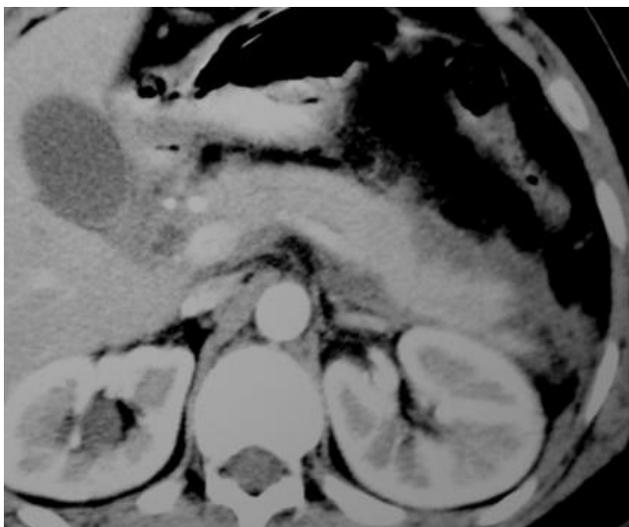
Estudio de TC en fase contrastada que muestra páncreas afectado de grasa peri pancreática.
